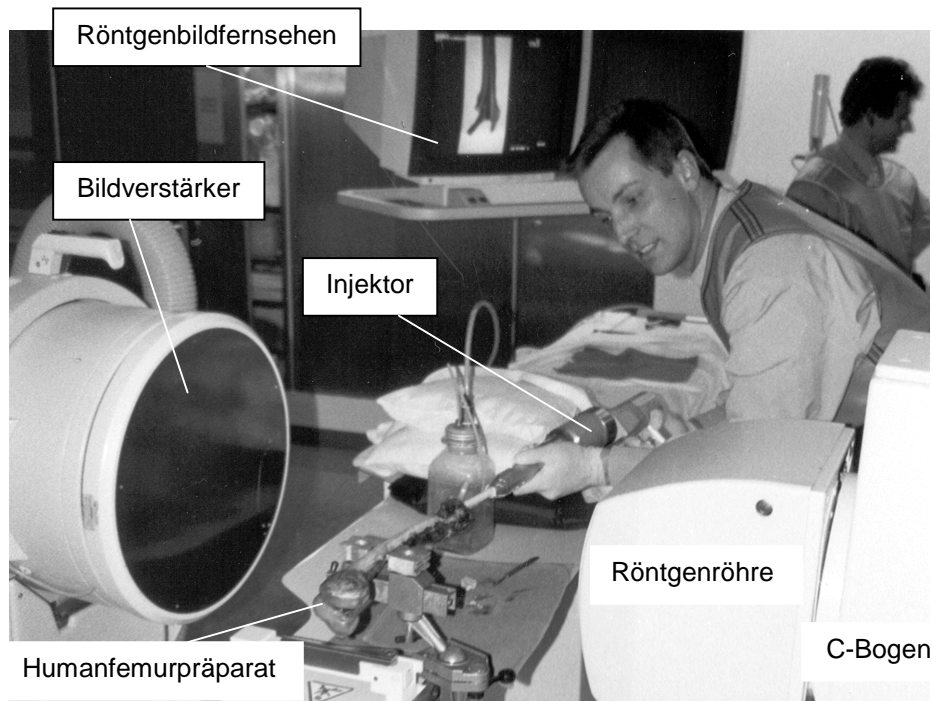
Versuchsanordnung zur Zementinjektion unter dynamischer Röntgenbildgebung
